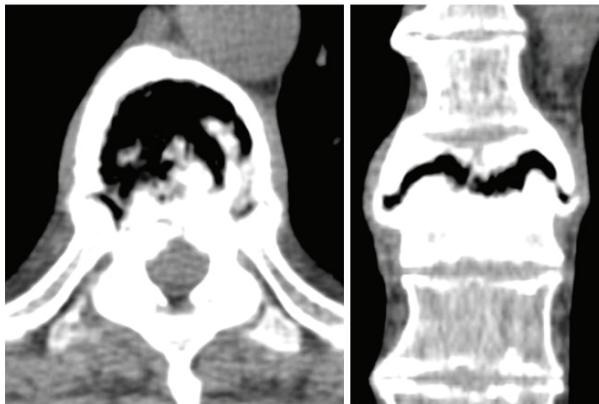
TC da coluna dorso-lombar – follow-up
